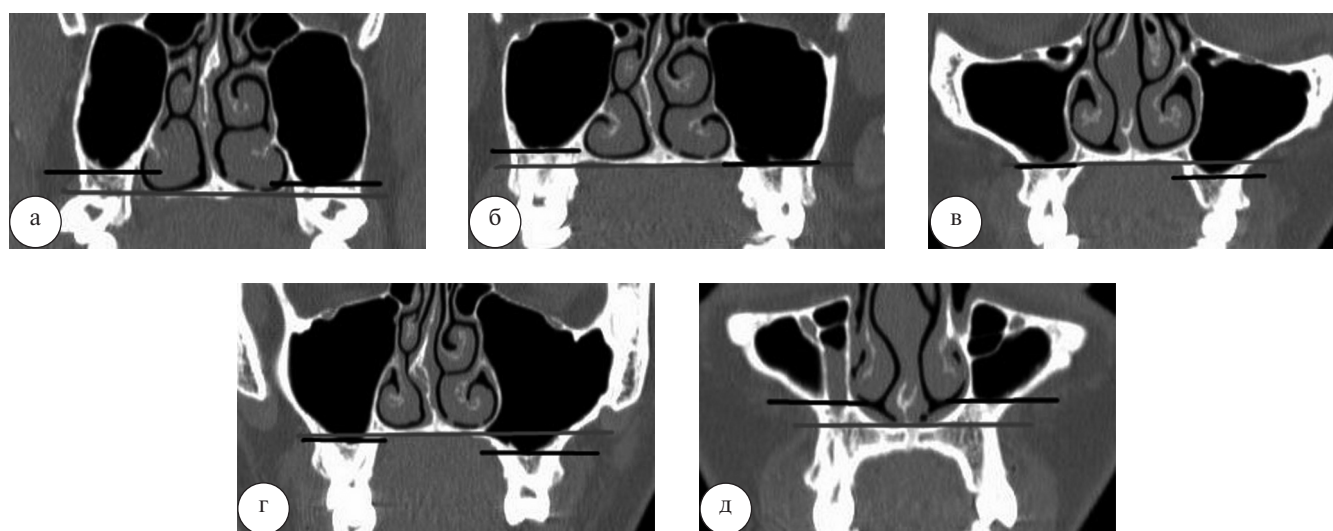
КТ пациентки А. в коронарной проекции. Изменение положения дна верхнечелюстных пазух относительно дна полости носа на уровне различных зубочелюстных сегментов: а – 8-го сегмента; б – 7-го сегмента; в – 6-го сегмента; г – 5-го сегмента; д – 4-го сегмента. Серой линией показано положение дна полости носа; черной – положение дна верхнечелюстной пазухи
